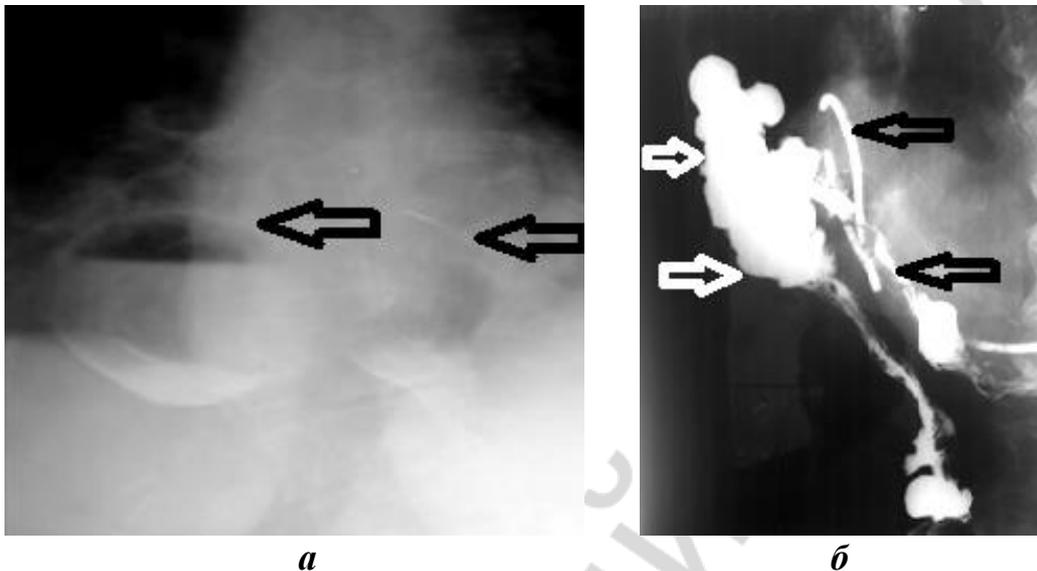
Рентгеноконтрастное исследование при ущемленной правосторонней грыже Морганьи:
